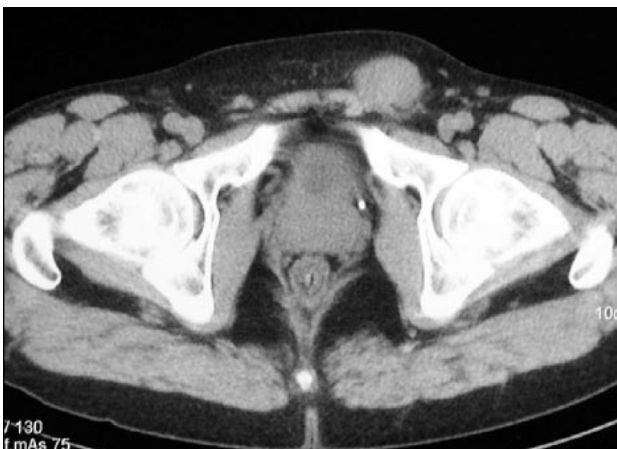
CT de pelvis: masa homogénea en trayecto de cordón espermático izquierdo.
